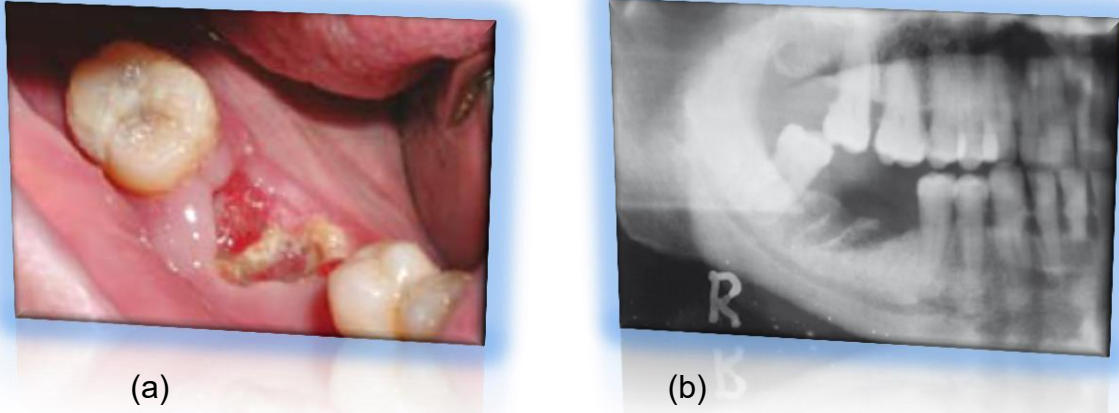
(a) Osteonecrosis en la mandíbula con exposición del hueso necrótico en mandíbula, vertiente lingual. (b). Ortopantomografía donde se aprecia la zona osteolítica en mandíbula.⁴⁵
